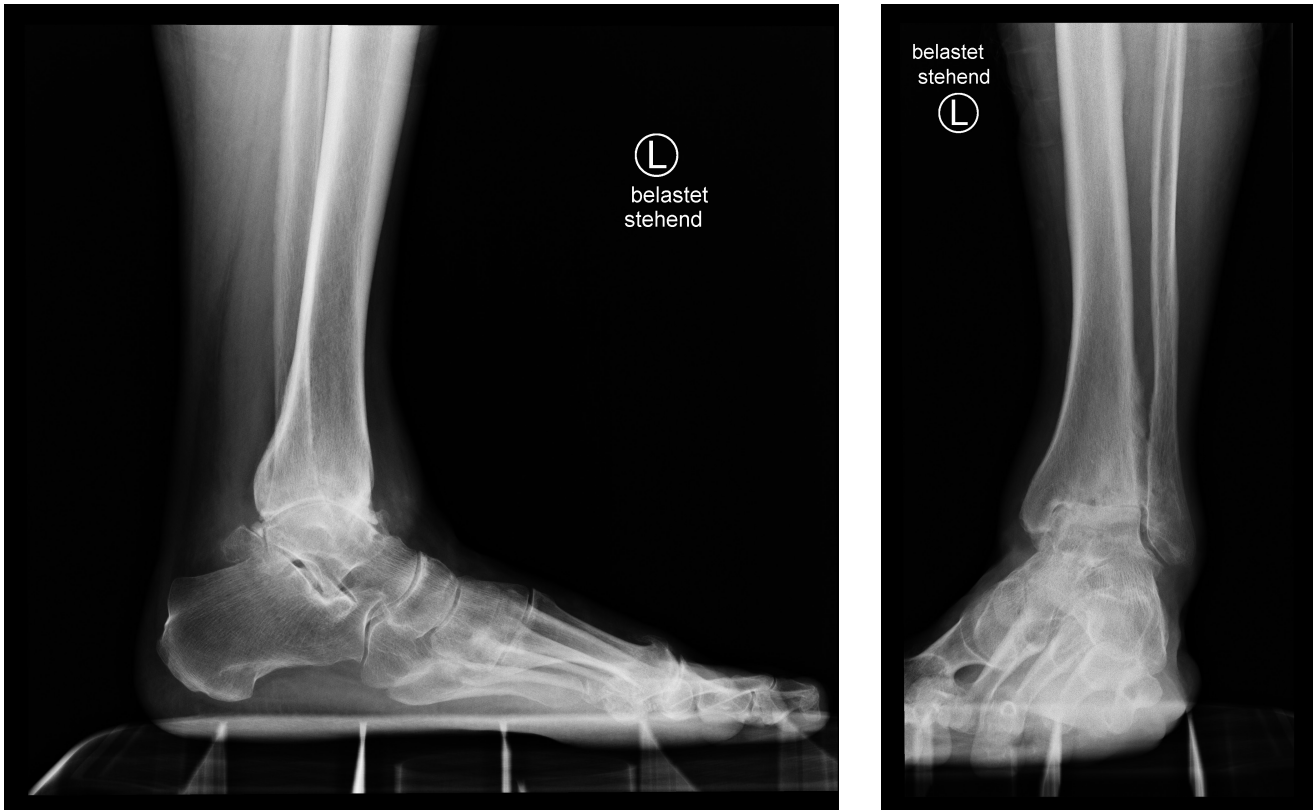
55-jähriger Zimmermann mit einer Arthrose im linken oberen Sprunggelenk aufgrund einer Hämochromatose. Das Röntgenbild zeigt die typischen Veränderungen mit einer kompletten Obliteration des Gelenkspaltes, Osteophyten sowie subchondralen Zysten.
